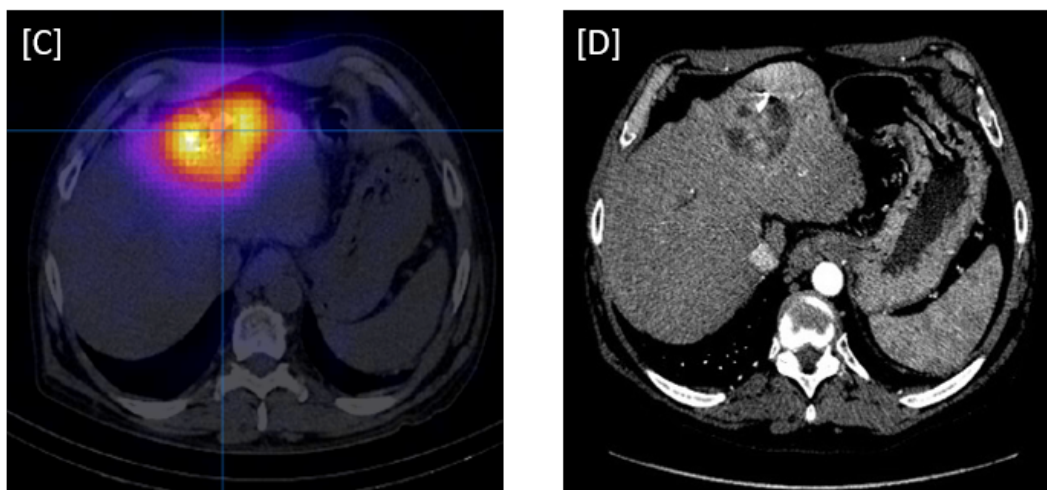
Imagem de computadorizada por emissão de fóton único e tomografia computadorizada (TC/SPECT) pós-tratamento e avaliação da resposta.
